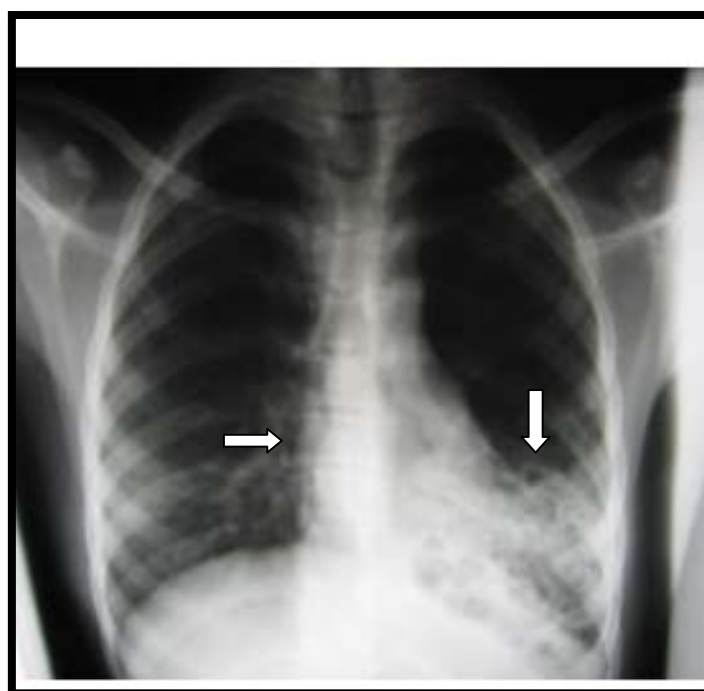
Radiographie de face , montrant des images aréolaires
